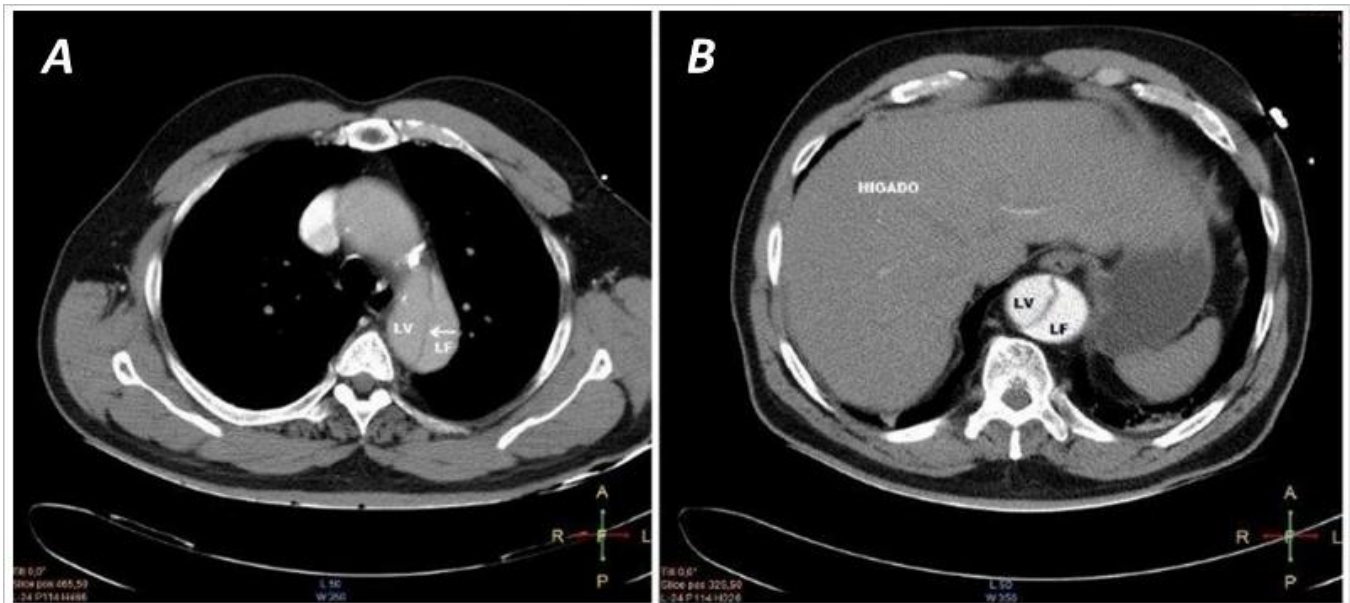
Tomografía computarizada con contraste. A. Se observa cayado de la aorta donde se inicia la disección, y el colgajo intimal (flecha). B. Corte por debajo del diafragma donde se visualiza la extensión de la disección. LV: luz verdadera, LF: luz falsa.
